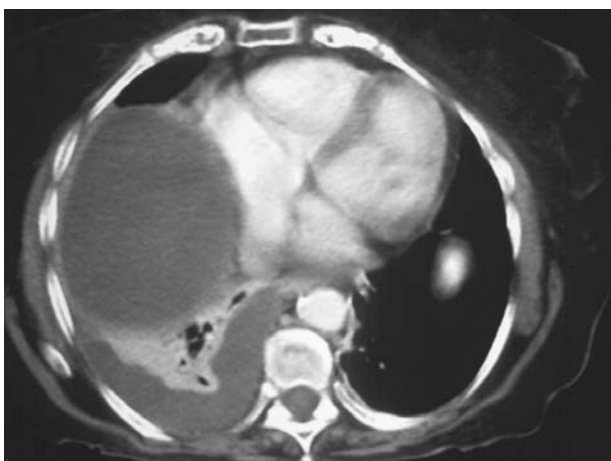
Tomografía computarizada (TC) toracoabdominal. a) Pequeño derrame pleural y tumoración en contacto con el corazón. b) Gran tumoración que destruye la quinta costilla, se desplaza hacia el hígado sin signos de invasión y protruye superficialmente para deformar la pared toracoabdominal.
